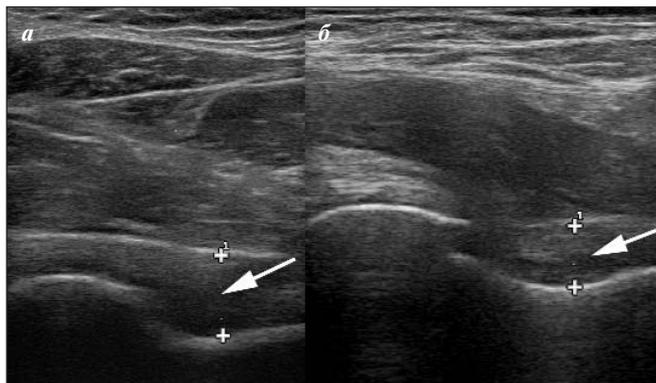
Больная Ш., 29 лет. УЗИ левого ТБС: исходно (а) и через год терапии (б). Стрелками отмечено ШКР
